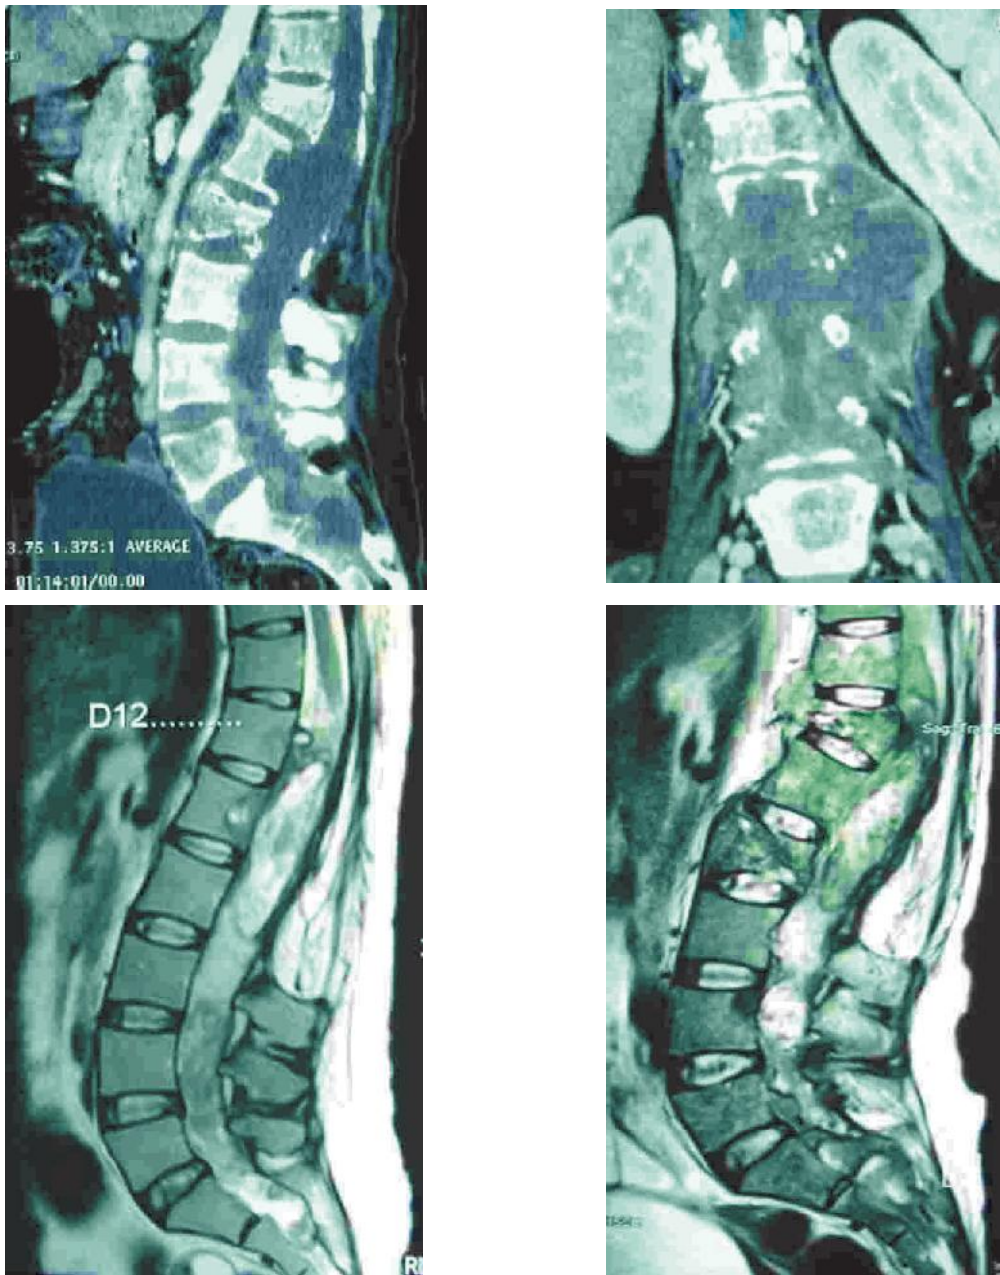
(A y B): Imágenes de TAC que muestra extensa lesión intra y extrarraquídea con lesiones osteolíticas de D11 a S1. (B y C): RMN inicial y luego de 3 meses de evolución que muestra rápida progresión de neoplasia con destrucción de cuerpos vertebrales
